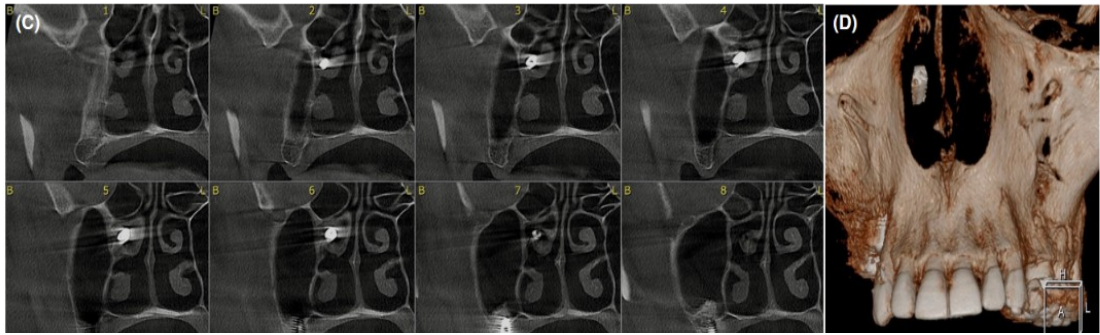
(C) Coupes dans le plan frontal des fosses nasales et du sinus maxillaire droit ; (D) Reconstitution en 3D du CBCT avec visualisation de l'implant migré [21].
